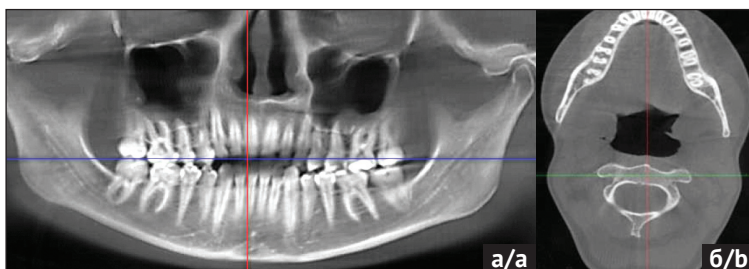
КЛКТ ВНЧС пациентки М., 28 лет, а – ортопантомограмма при закрытом рте, б – положение закрытого рта (аксиальная проекция)
